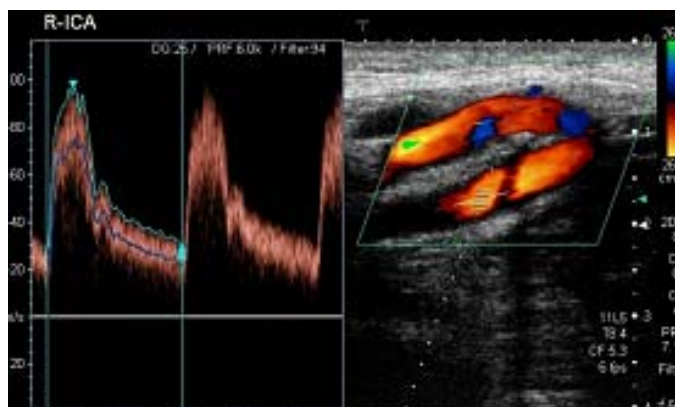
Ecografía Doppler y Dúplex TSA sin alteraciones patológicas. Imagen espectral de la velocidad de flujo (izquierda) y ecografía color de TSA (derecha)
